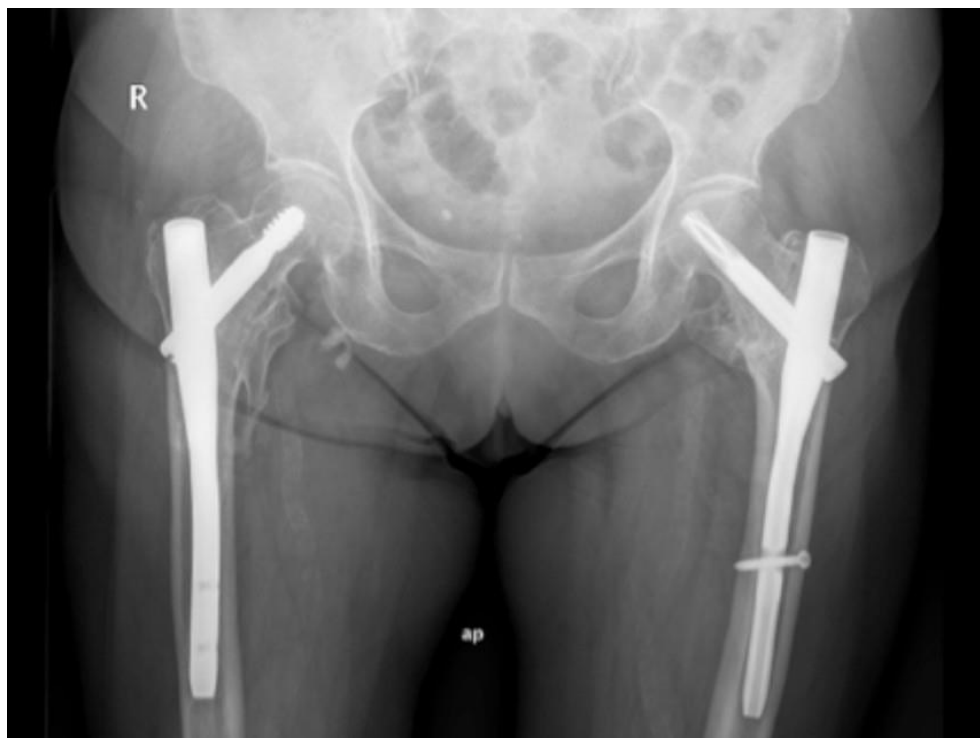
Radiografía de paciente con clavo Gamma en la cadera derecha y PFNA en la cadera izquierda (19).
